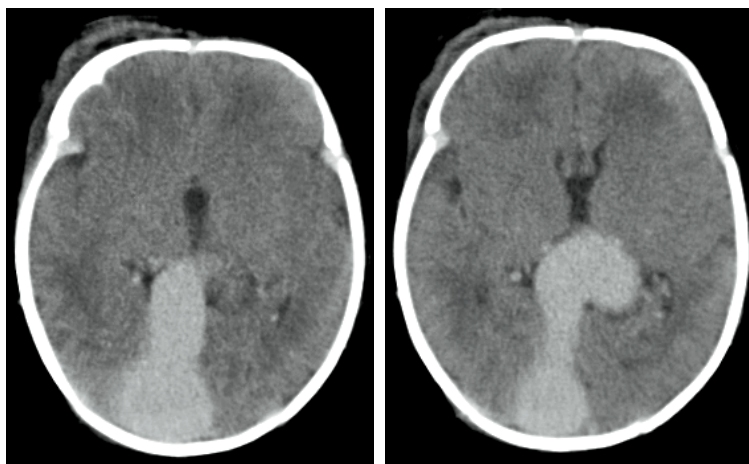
МСКТ головного мозга пациента М. в возрасте 4-х дней. Визуализируются значительно расширенные вена Галена, прямой венозный синус, конгломерат
